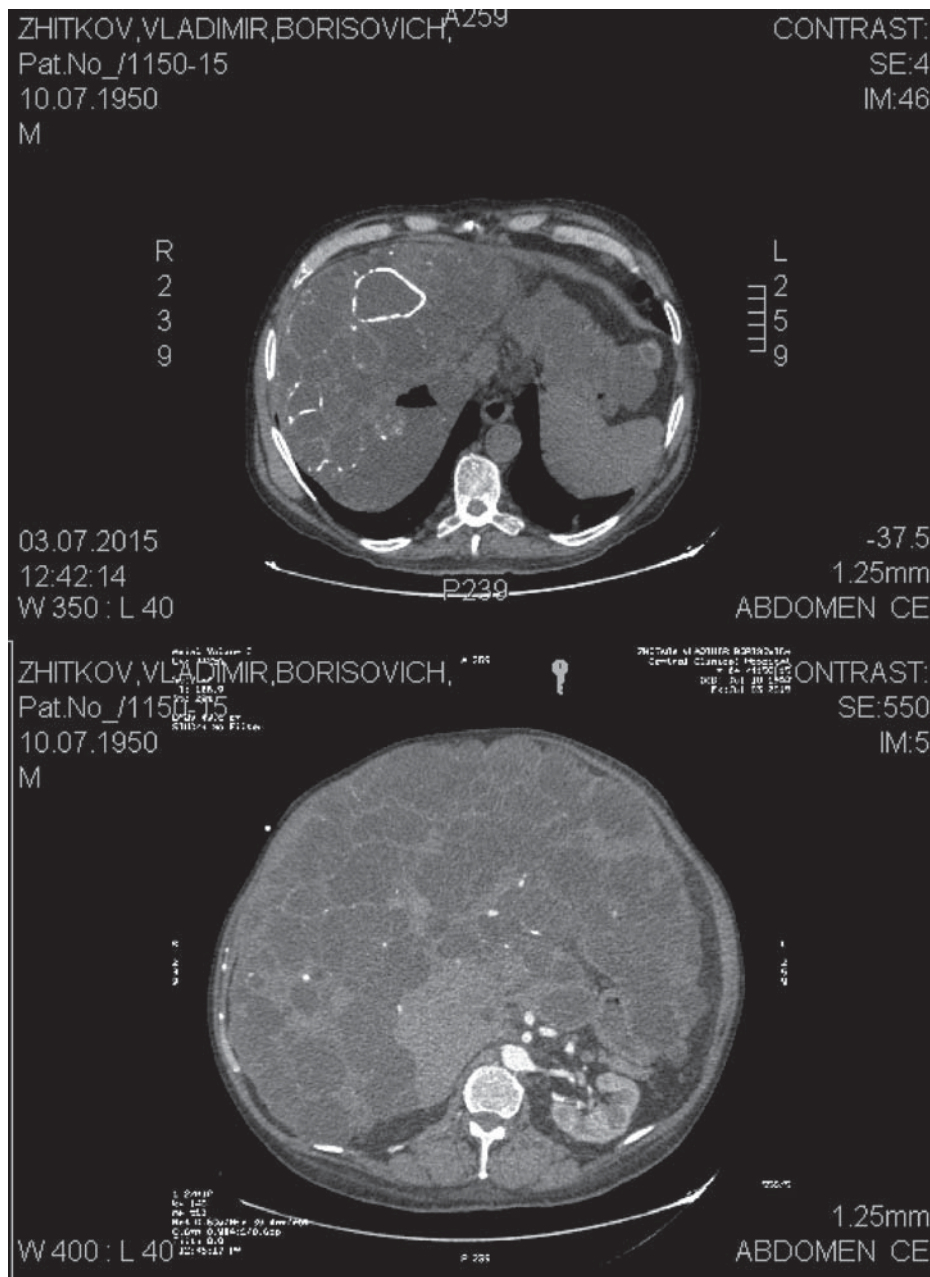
МСКТ органов брюшной полости после дренирования.
